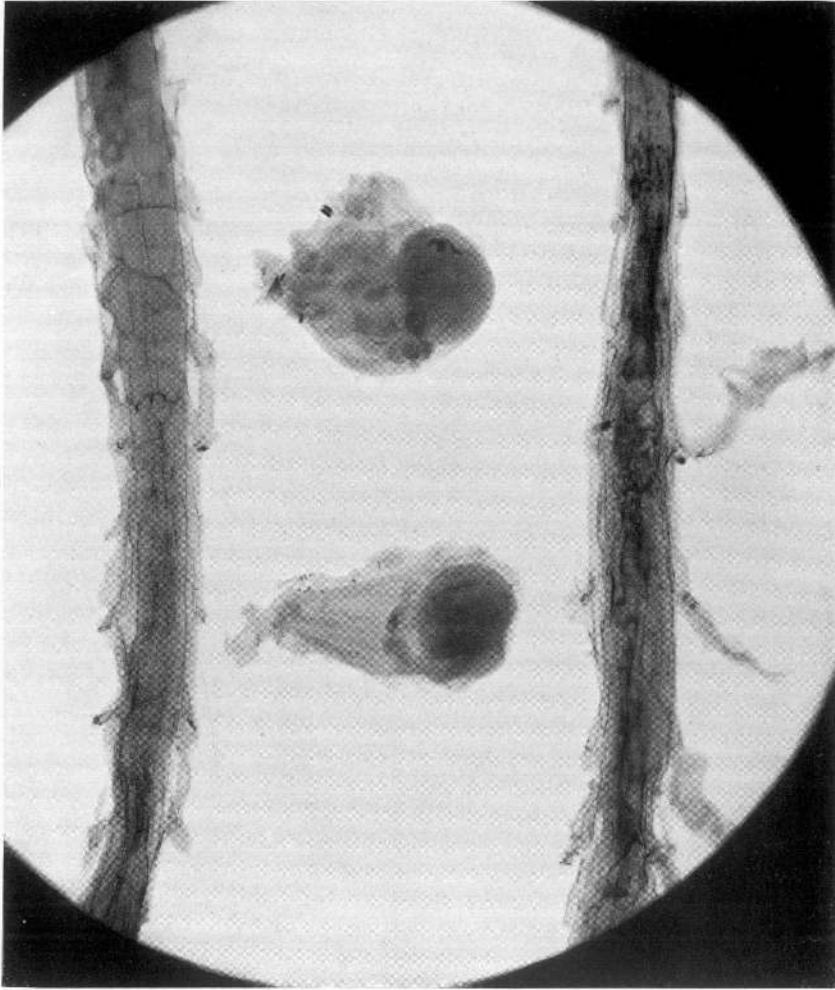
Röntgenologische Darstellung der segmentären Rückenmarksnerven und des Opticus
